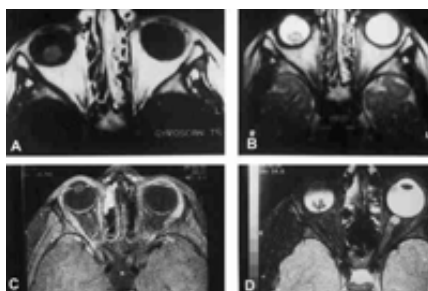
8B, 8C y 8D. Retinoblastoma en ojo derecho. Secuencias potenciadas en T1 tras la administración de gadolinio (8A) y potenciada en T2 (8B). RM de control a los 17 meses de finalizar el tratamiento (8C y 8D). Ausencia de captación tumoral de gadolinio (8C) así como reducción del componente cálcico (8D) respecto a estudio basal potenciado en T2 (8B).
